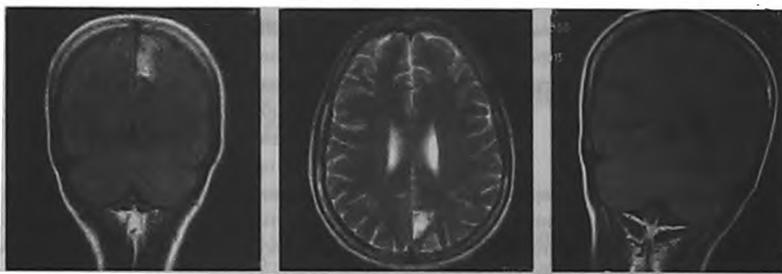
МРТ головного мозга (3 месяца после критического эпизода заболевания)
